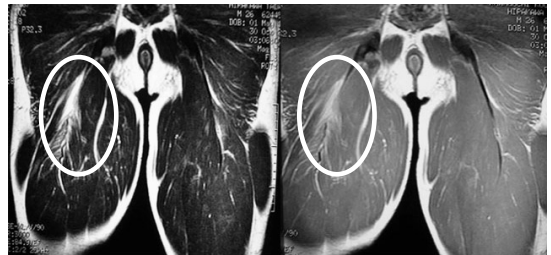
II型のMRI例：二頭筋と半腱様筋の合同腱の筋腱移行部の損傷
